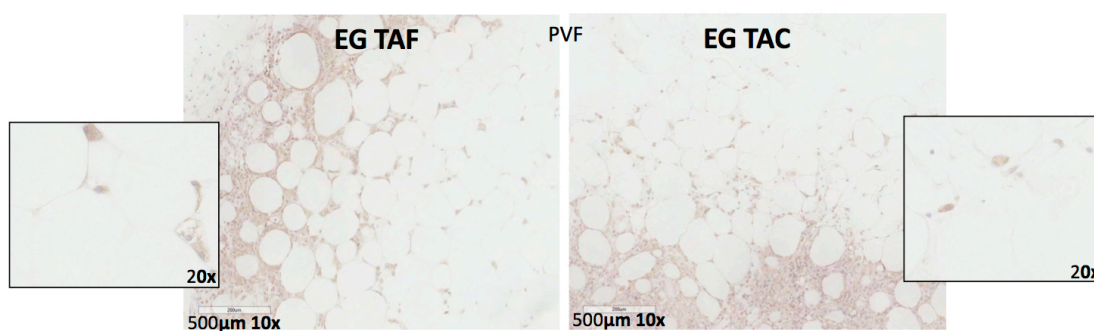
Imuno-histoquímica com coloração para PVF de EG TAF (lado esquerdo) e EG TAC (lado direito).
